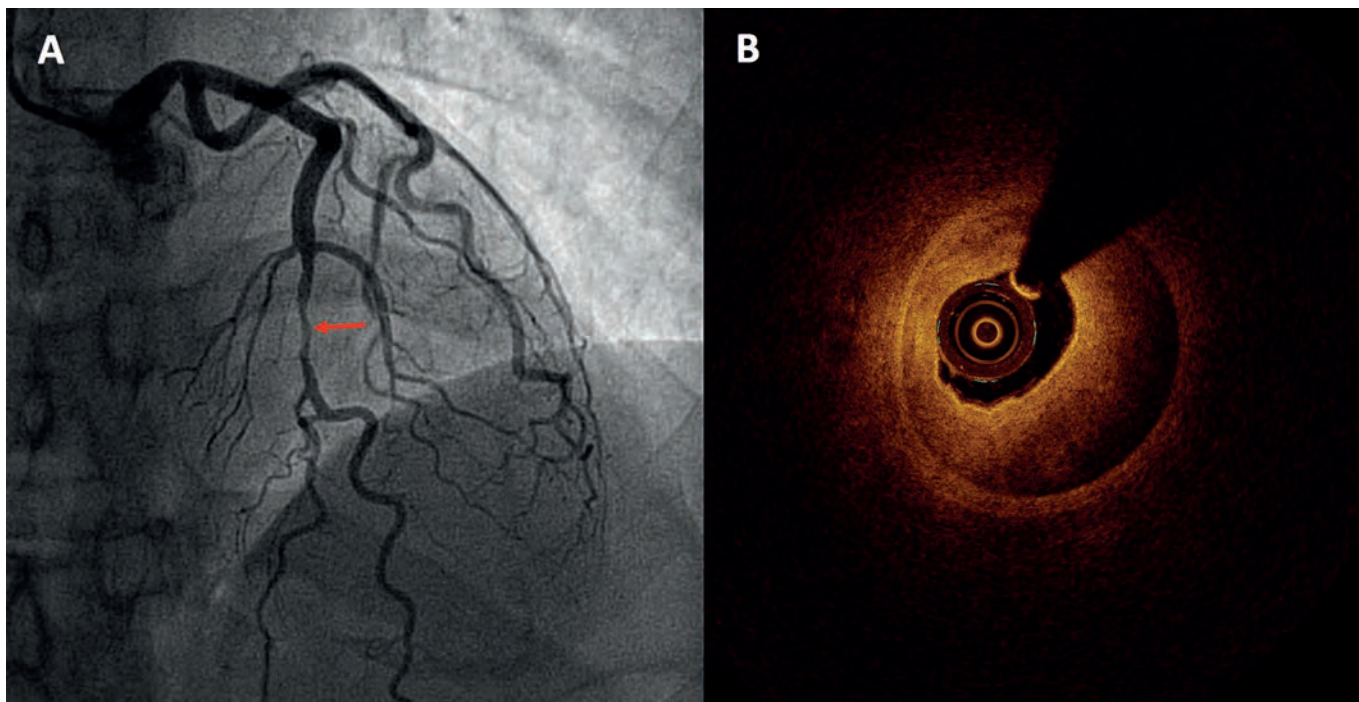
A: coronariografía en un paciente con síndrome coronario agudo sin elevación del ST que muestra una lesión grave en la descendente anterior media (flecha). B: la tomografía de coherencia óptica evidenció un hematoma intramural como causa de dicha lesión.
